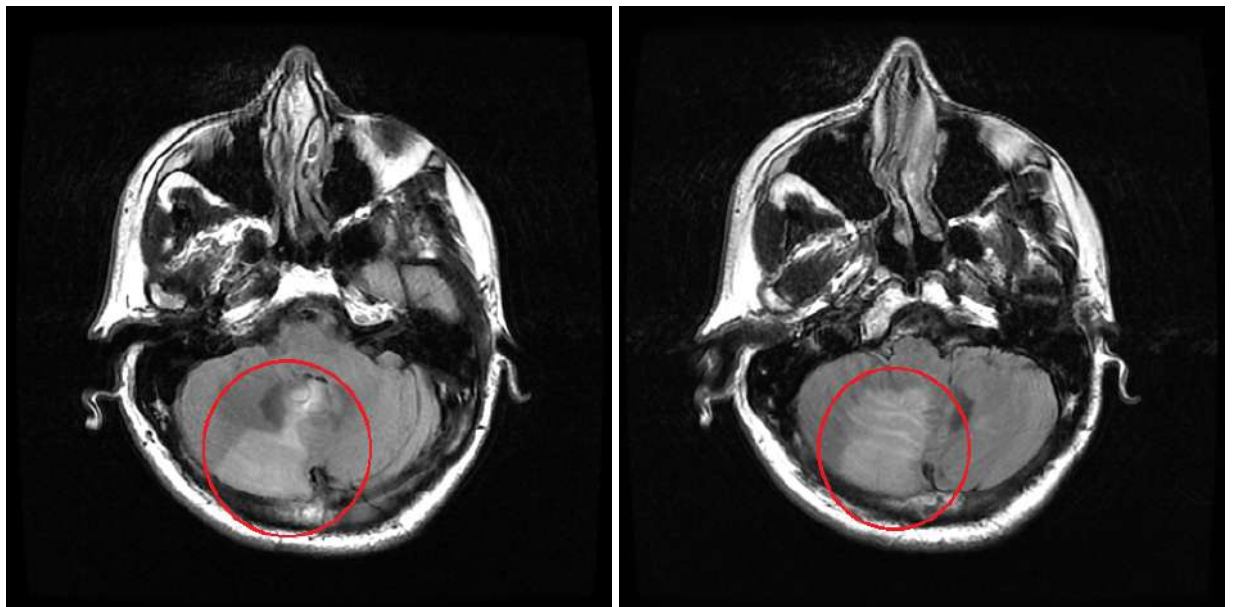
IRM cérébrale, coupes axiale, T2, Infarctus cérébral dans le territoire de la PICA droite.
